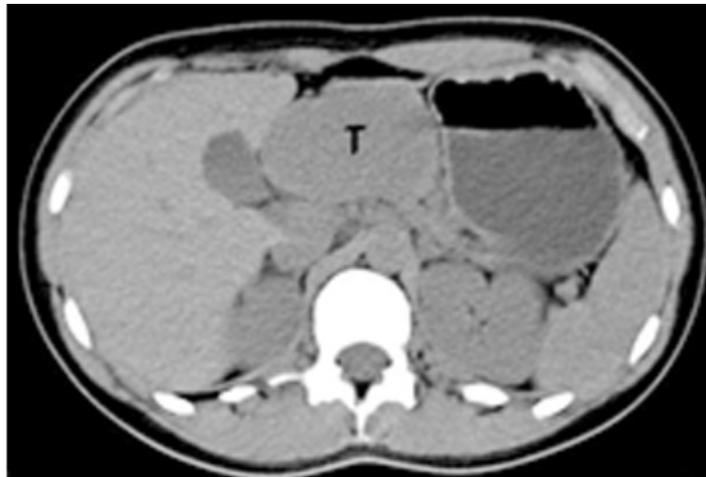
TAC de abdomen con contraste vía oral. Desplazamiento del estómago por tumor de cuerpo de páncrea, en íntimo contacto con lóbulo hepático izquierdo.
